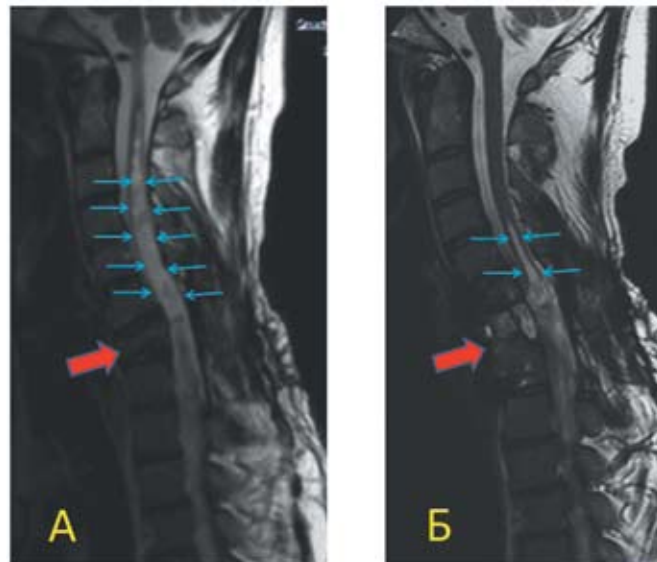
До- и послеоперационные МРТ пациента с травматическим повреждением позвонка С7 и сирингомиелией на шейном и грудном уровнях. А — Т2 взвешенные изображения МРТ шейного и грудного отделов спинного мозга пациента с последствиями тяжелой СМТ (давность травмы 10 лет). После травмы у пациента развилась нижняя параплегия, в связи с чем в день травмы проведена ламинэктомия С6-Th1, ревизия спинного мозга. В послеоперационном периоде пациент хорошо социально адаптировался, передвигался на коляске. Спустя 6 лет стал отмечать слабость и неловкость в руках, которая постепенно нарастала и стала мешать передвижениям. На МРТ определяется консолидированный компрессионный перелом тела С7 позвонка (указан красной стрелкой), приводящий к компрессии переднего субарахноидального пространства. Выявлена сирингомиелия, распространяющаяся вверх от перелома до уровня С2 (указана синими стрелками) и вниз до уровня Th10. Б — МРТ пациента через 1 год после операции — передней декомпрессии позвоночного канала, удаления тела разрушенного позвонка С7, протезирования тела позвонка С7 аутокостью и передней стабилизации титановой пластиной. Определяется уменьшение протяженности (до уровня С4-С5) и диаметра сирингомиелической кисты (указана синими стрелками). Клинически пациент отметил увеличение силы в руках и вернулся к прежней активности.
